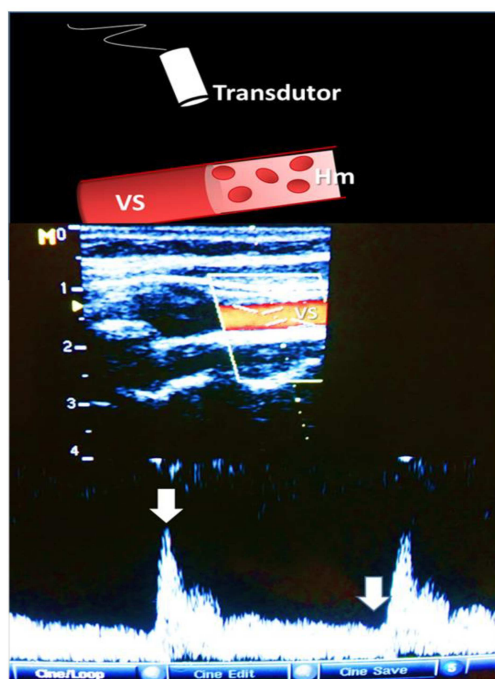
Efeito Doppler. VS: vaso sanguíneo; Hm: hemácias. As setas indicam o começo e o fim da onda em movimento durante o ciclo cardíaco.
